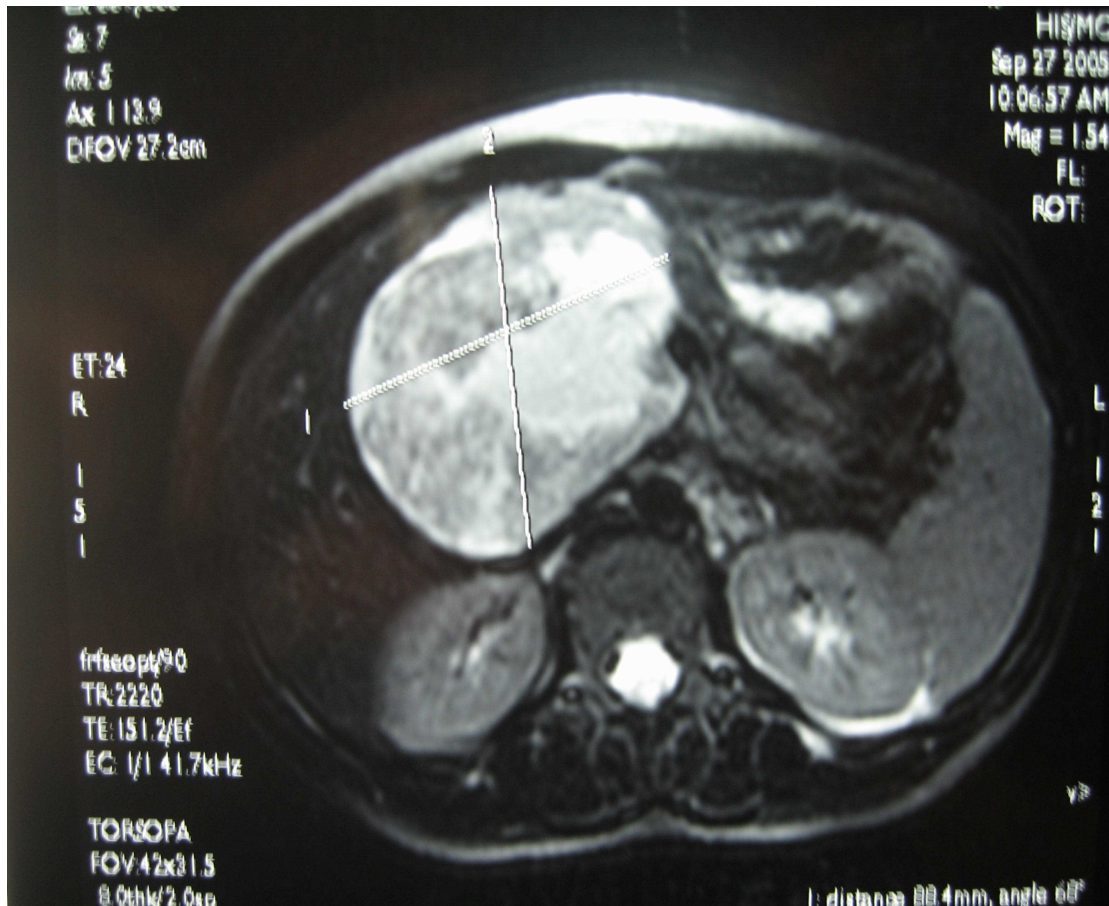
IRM abdominale, coupe transversale : aspect d'une tumeur kystique de la tête du pancréas. (Observation n°6)
